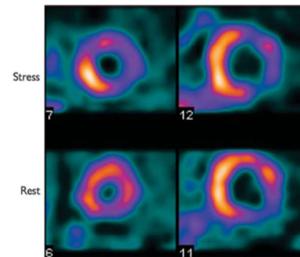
$^{99\text{m}}\text{Tc}$ perfusion study showing perfusion defect in the left ventricle anterior and lateral walls at stress which is reversible (difference between stress and rest images). This study is good for small vessel disease such as in diabetes. CT and coronary angiography do not show small vessel disease well. Images courtesy of Dr C Cousins.
